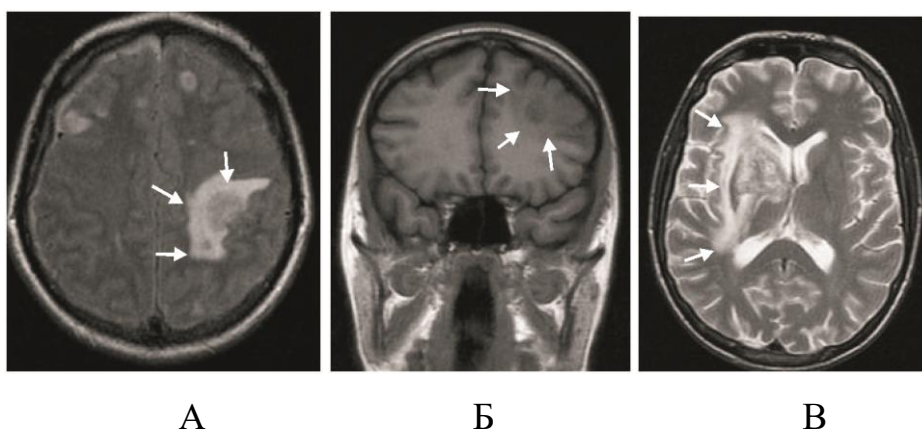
Перифокальный отек (стрелки) у различных пациентов. А – FLAIR, токсоплазмоз; Б – T1 ВИ, токсоплазмоз; В – T2 ВИ, лимфома
